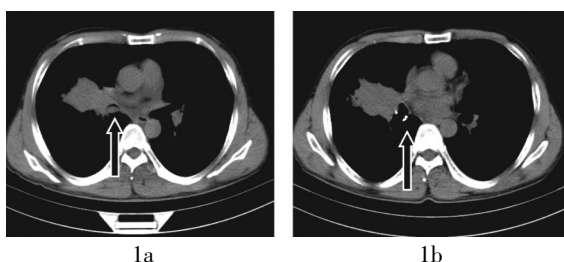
患者男性, 58岁, 右肺鳞癌。图中, 1a: 行¹²⁵I粒子植入治疗前的CT图像, 示右中间段支气管阻塞; 1b: 经纤支镜予右中间段支气管¹²⁵I粒子植入半月后复查CT图像, 示右中间段支气管通畅, 管腔周边可见放射性粒子。
